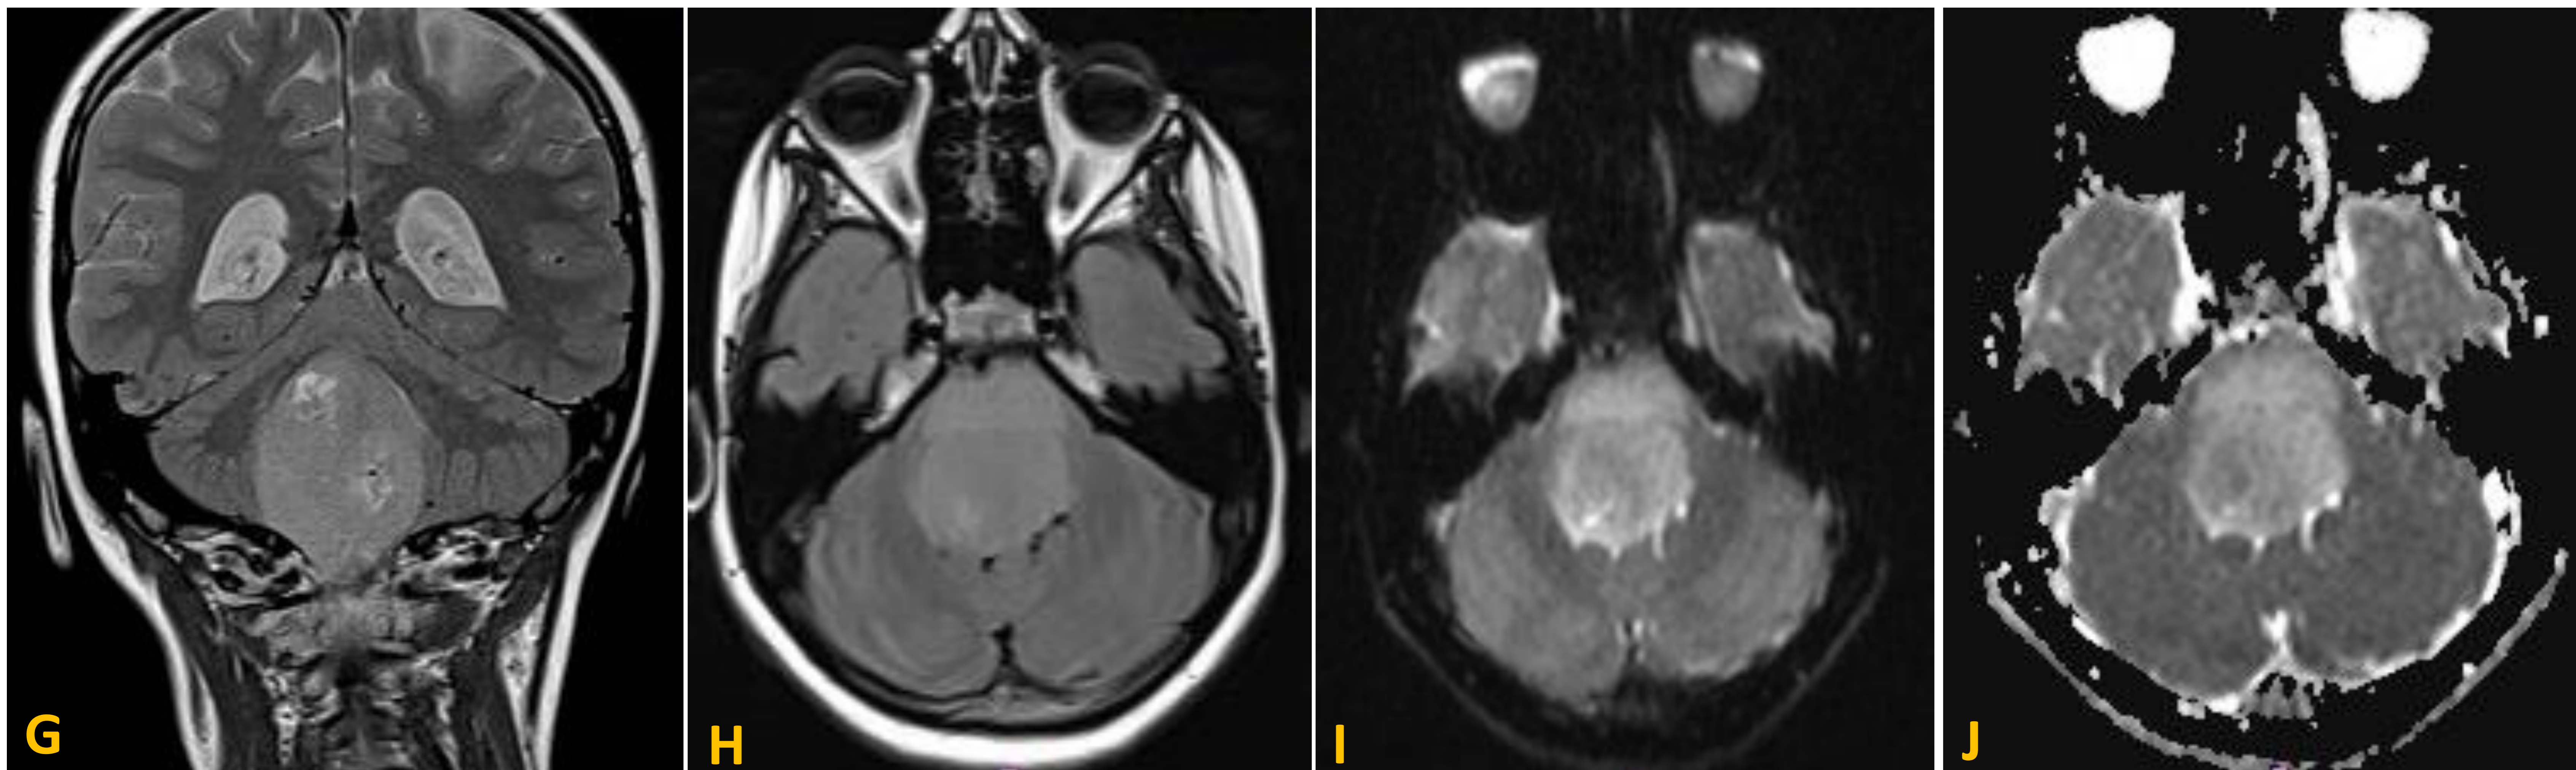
Secuencia DP en plano coronal (G), secuencia FLAIR en plano axial (H) y secuencias de difusión (I: valor de b alto, J: mapa ADC). La lesión es hiperintensa en secuencias potenciadas en T2 y contiene áreas heterogéneas en la región más posterior del tumor. En el estudio de difusión, dichas áreas más heterogéneas muestran moderada restricción en las secuencias de difusión.
